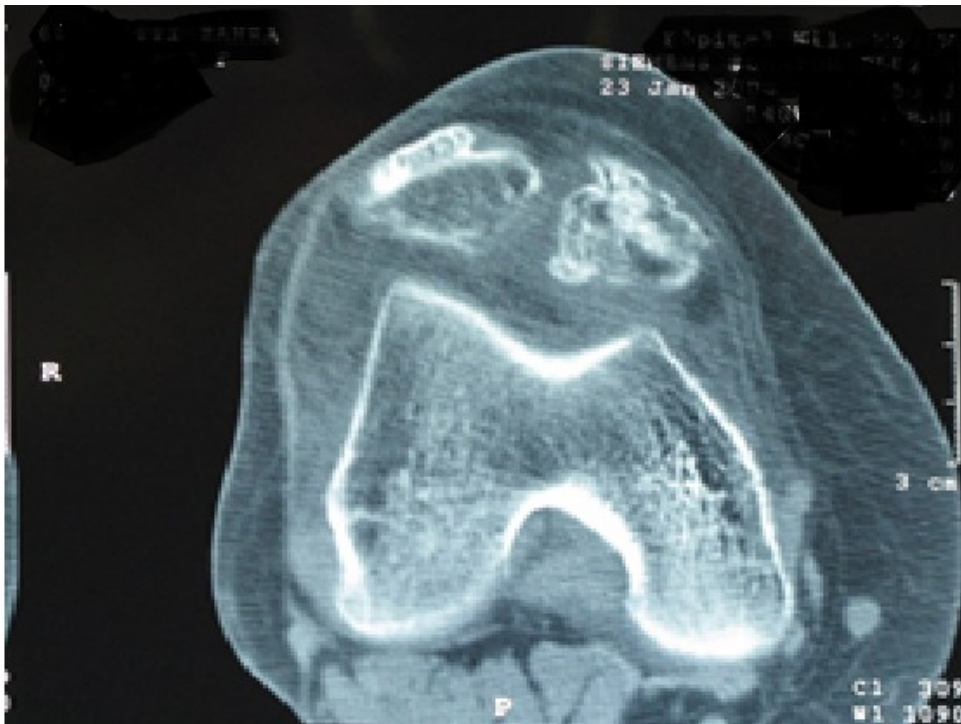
TDM en coupe axiale en fenêtre osseuse, montrant un Ostéochondrome au niveau du PAH. . Iconographie du service de radiologie HMMI MEKNES.
